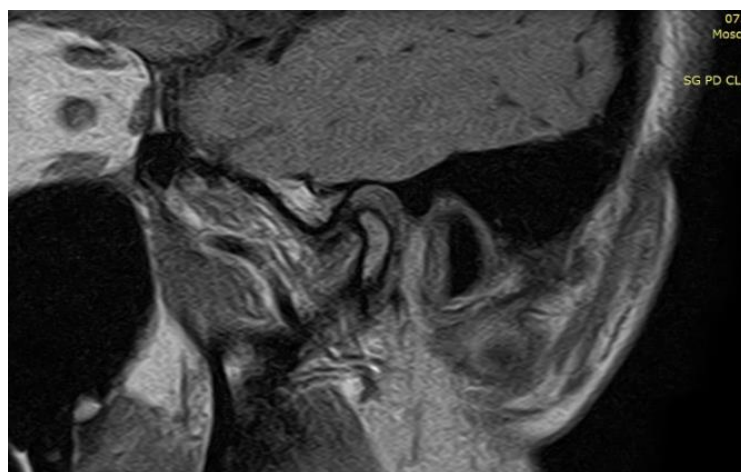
Пример визуализации магнитно-резонансной томографии височно-нижнечелюстного сустава в сагиттальной проекции
